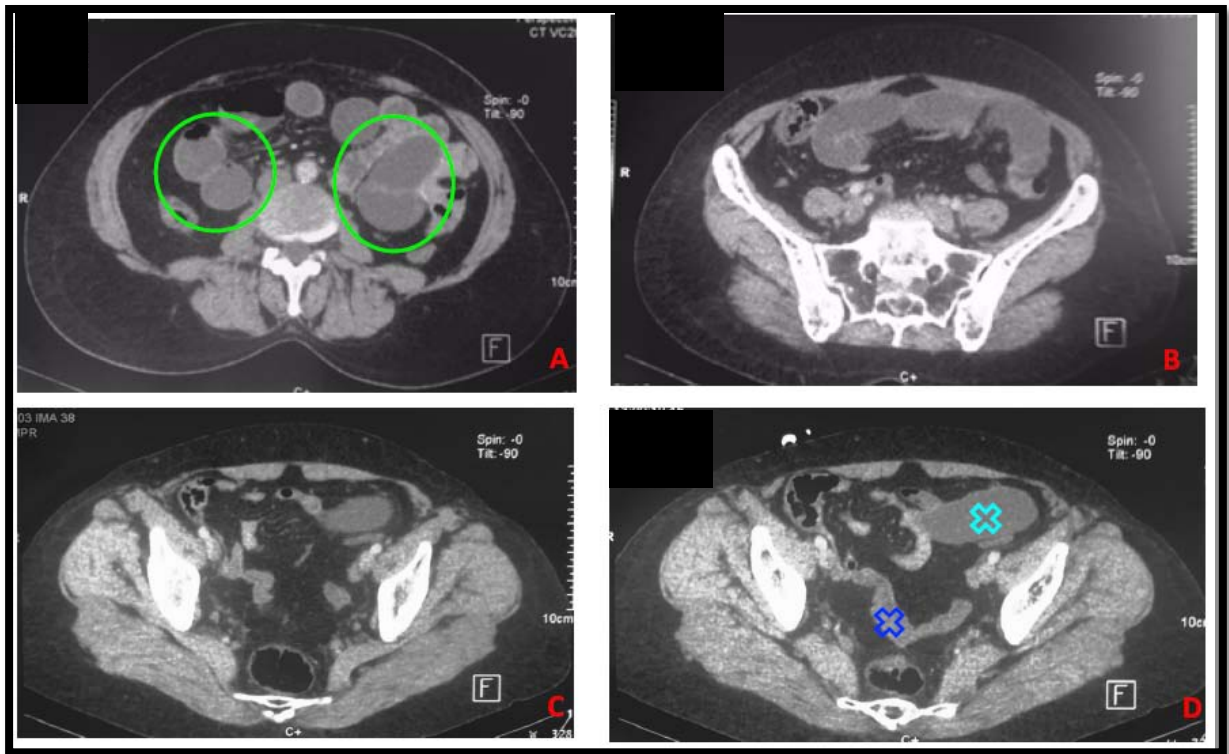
TDM C+coupes axiales: occlusion sur bride grêlique post opératoire chez une patiente opérée d'un kyste endométriosique de l'ovaire :
